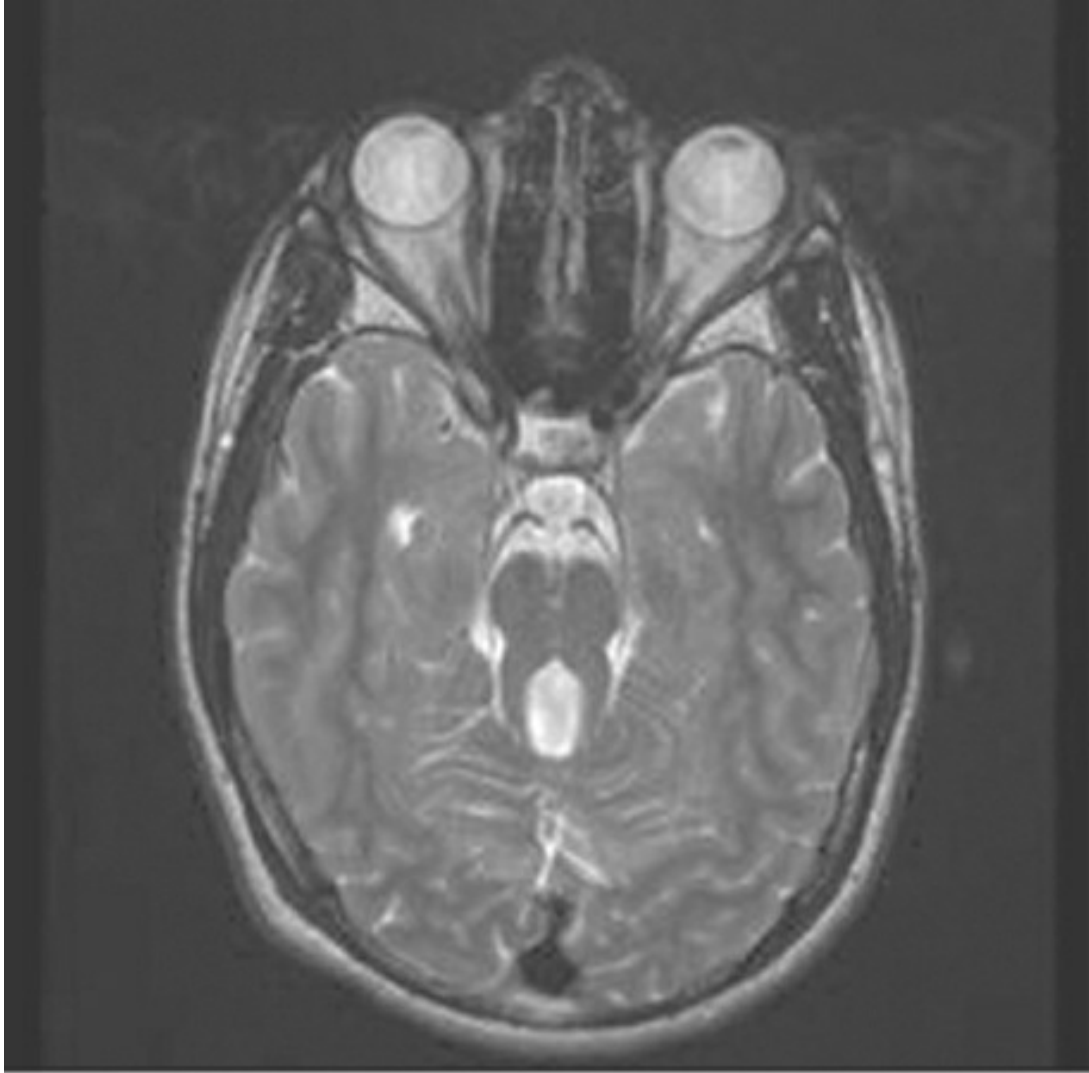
Corte axial de resonancia magnética ponderada en T2 (cortesía de Dr. Manikum Moodley y Dr. Gary Hsich).
